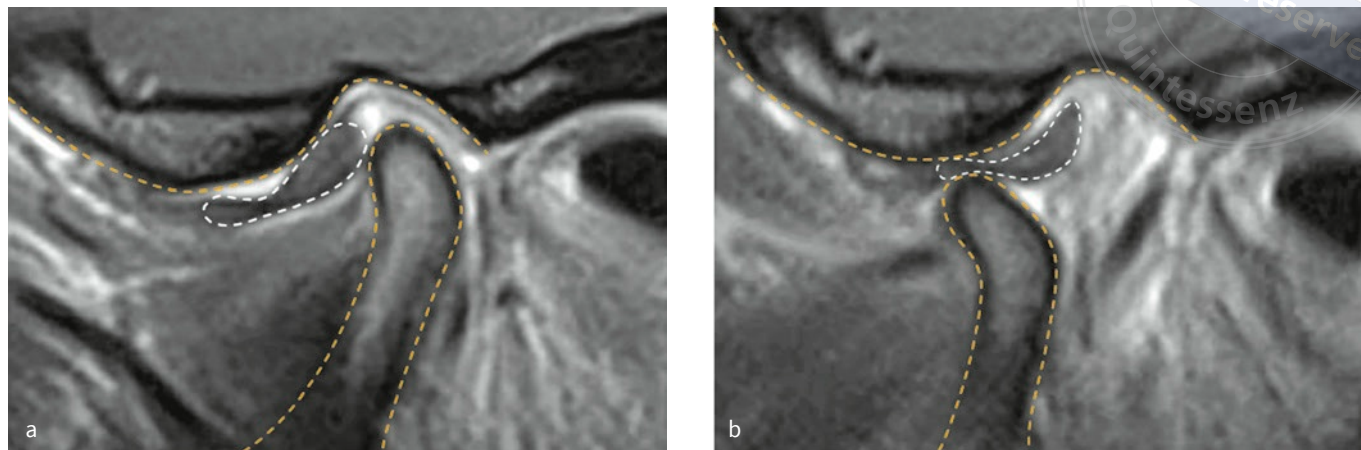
Parasagittal MRI sequences show disc displacement with reduction (white line around the disc) (A.2.1.1.) and condylar displacement (A.2.3.). Total anterior displacement of the disc and retrocranial displacement of the condyle in habitual occlusion (a). Disc on the condyle during maximum mouth opening after reduction (b). Please note loss of disc mobility.
